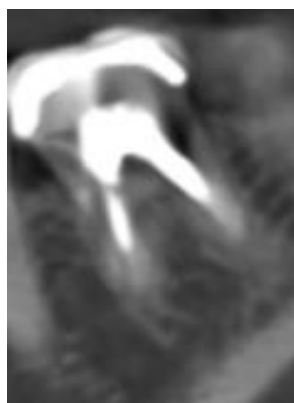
Прицельная рентгенограмма зуба 3.6. пациента А., 37 лет
